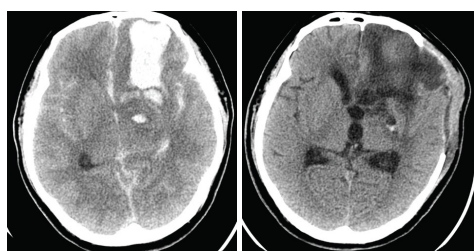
Слева: КТ-снимок головного мозга от 23.09.2018 (день развития нарушений); справа: КТ-снимок головного мозга на 30-й день после острого развития нарушений и хирургического вмешательства
